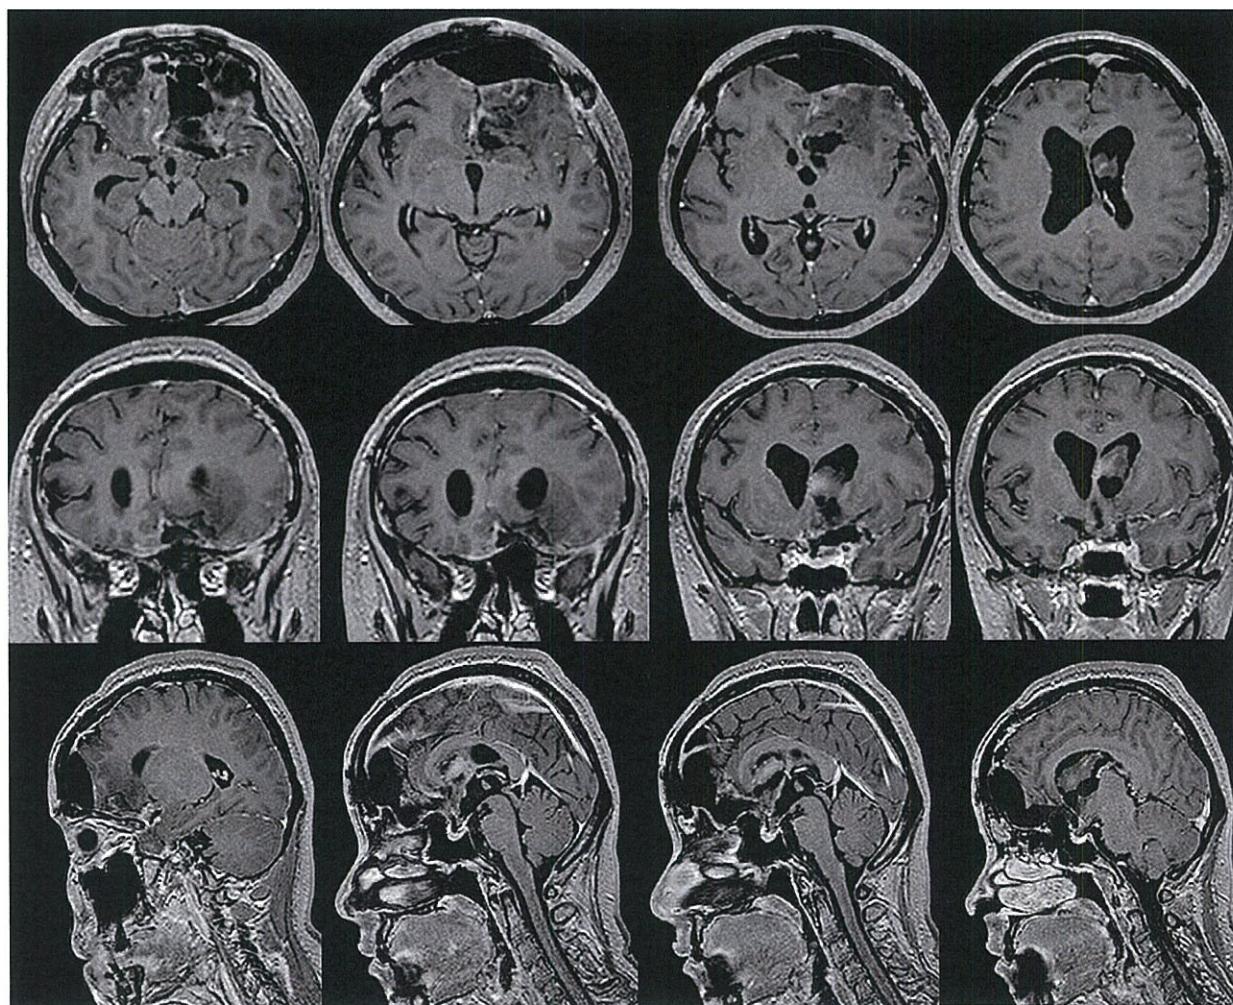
第2回目手術後MRI(Gd.造影T1強調画像):腫瘍は全摘出されている。
